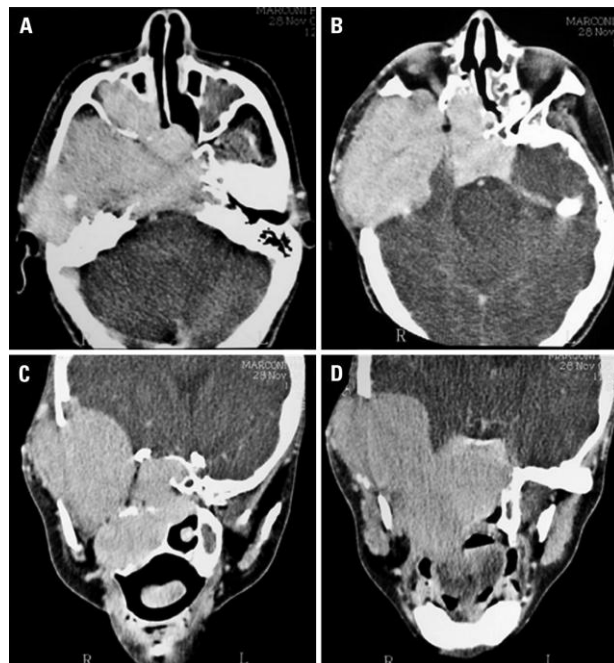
Imagens de Tomografia Computorizada de um Plasmocitoma Solitário Extra-medular (PSE) da cabeça e pescoço. As incidências axial (A e B) e coronal (C e D) revelam um PSE da cabeça e pescoço que atinge a grande asa direita do esfenóide, nasofaringe, cavidade nasal, clivus, seios esfenoidais e maxilares, e fossas cranianas média e anterior (adaptado de Oliveira *et al.*, 2011).
